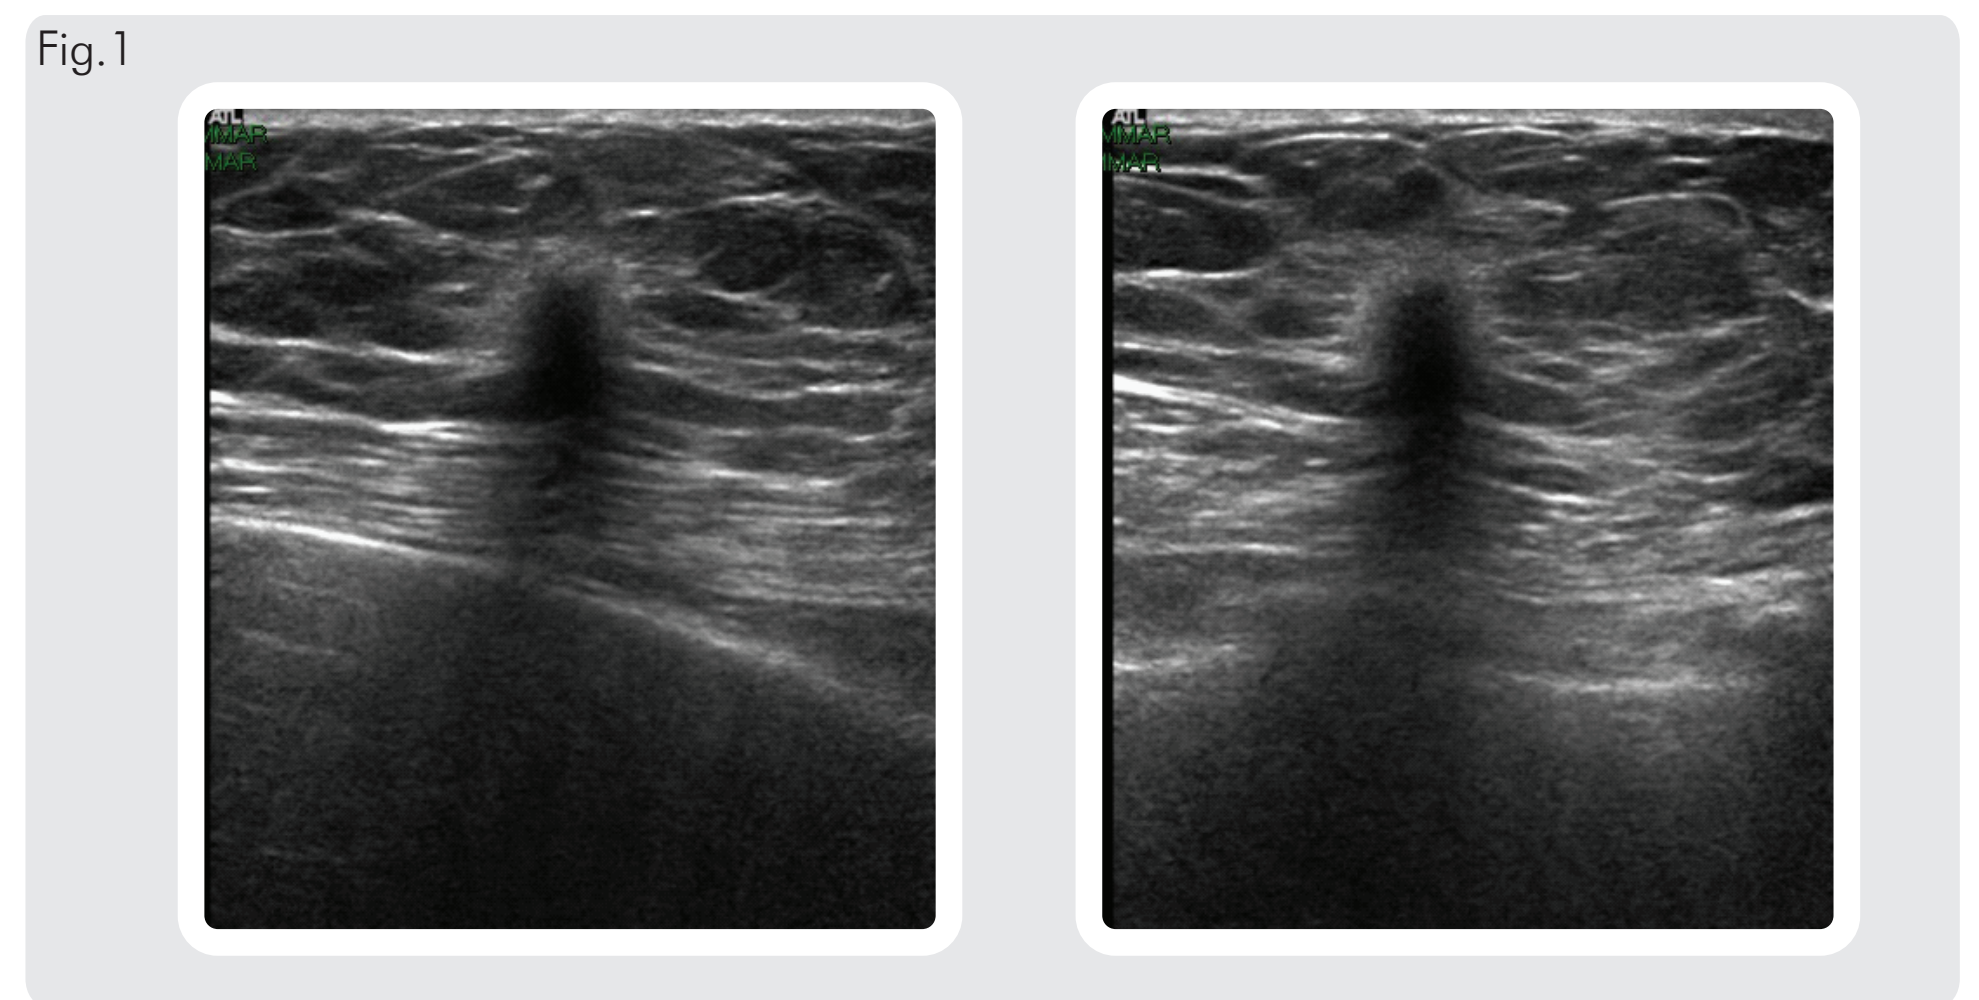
L'esame ecografico documenta tra i quadranti interni di sinistra una formazione nodulare solida, ipoecogena, rotondeggiante, a margini finemente irregolari, con dimensioni inferiori al centimetro; il nodulo presenta alone iperecogeno perilesionale ed attenuazione posteriore del fascio ultrasonoro (U5).
